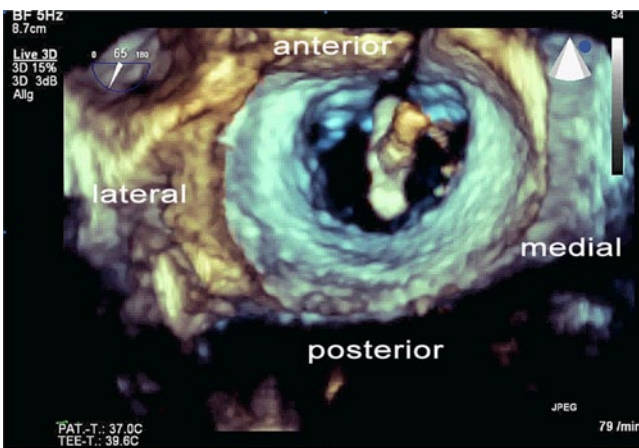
◀ Linksatriale echokardiographische 3-D-Ausrichtung des MitraClip®-Systems, chirurgische Orientierung mit Ausrichtung der Aorta bei 11–12 Uhr
